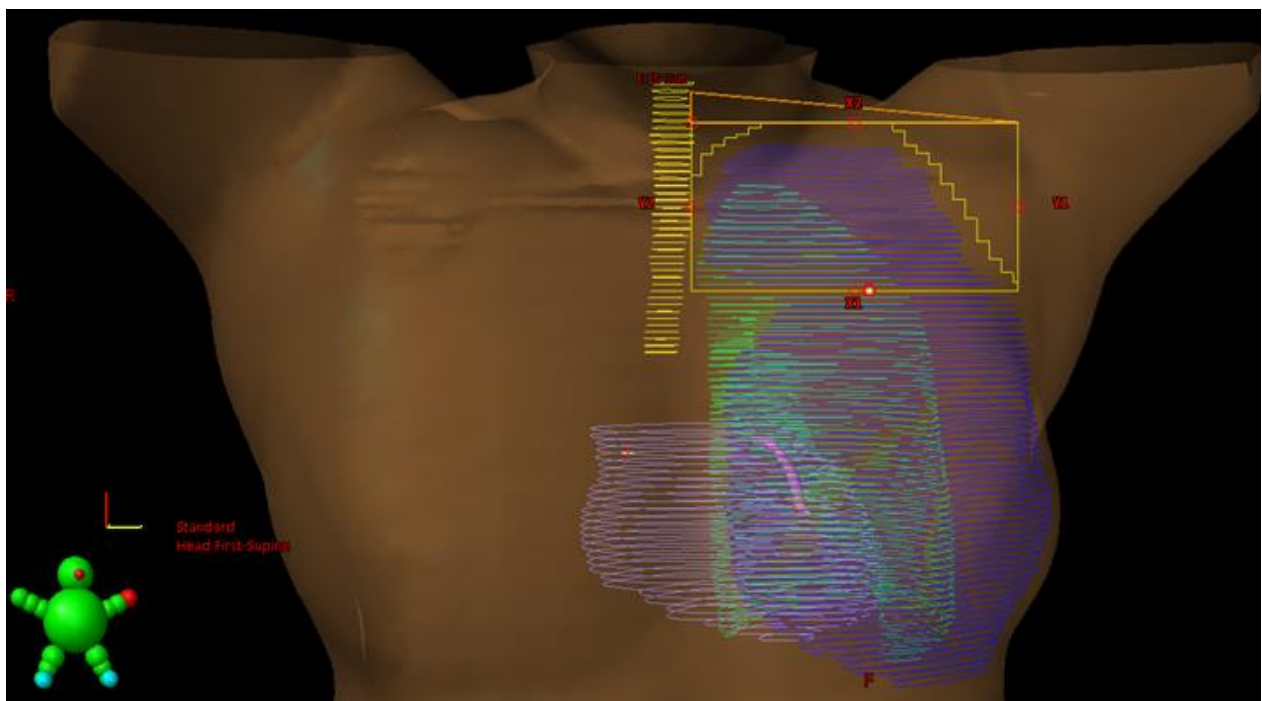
Exempel som visar placeringen av isocenter och CT-snittet för övergången mellan tangentiella strålfält över brösttarget och strålfälten över körteltarget.
